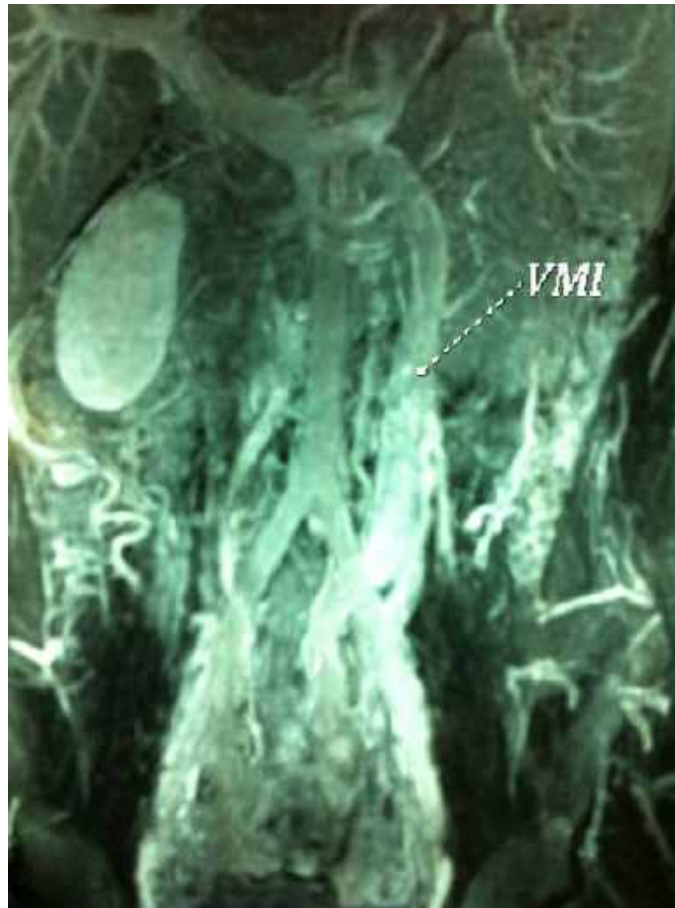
Reconstrucción coronal de la resonancia magnética en la que se aprecia oclusión de la vena cava inferior, drenando a través de voluminosas colaterales.
